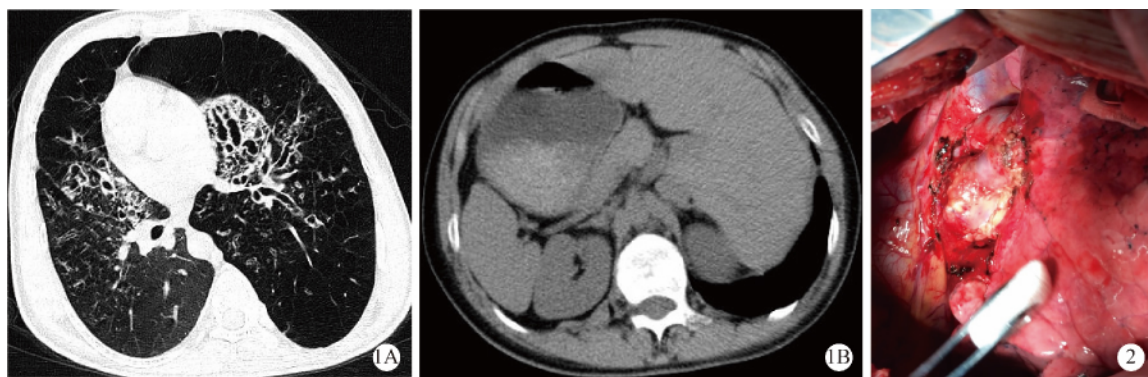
Kartagener 患者胸部 CT 影像(注:图 1A 示两肺肺气肿,支气管扩张伴感染;图 1B 示全内脏反位);图 2 Kartagener 患者序贯式双肺移植术
